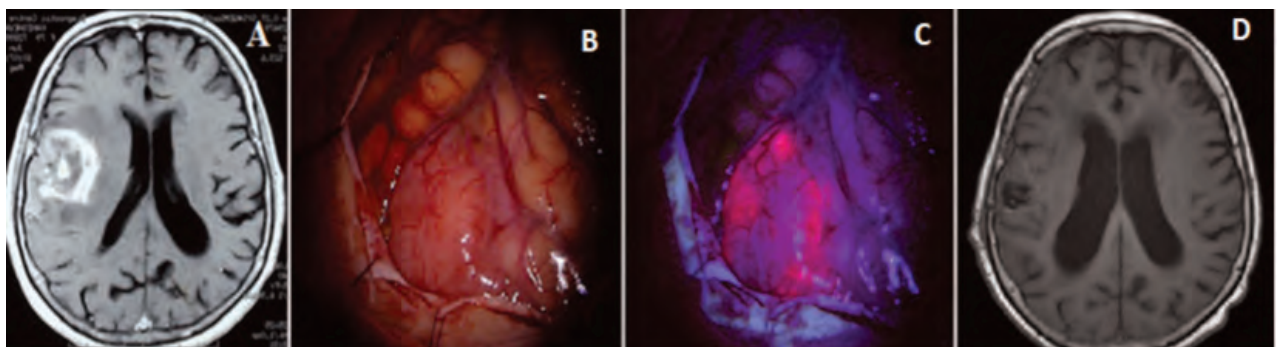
Видимая флуоресценция у пациента Ф., 69 лет с глиобластомой правой теменной области: пред- и послеоперационные МРТ (А и D), интраоперационные изображения в белом свете (В) и в режиме флуоресценции (С).
